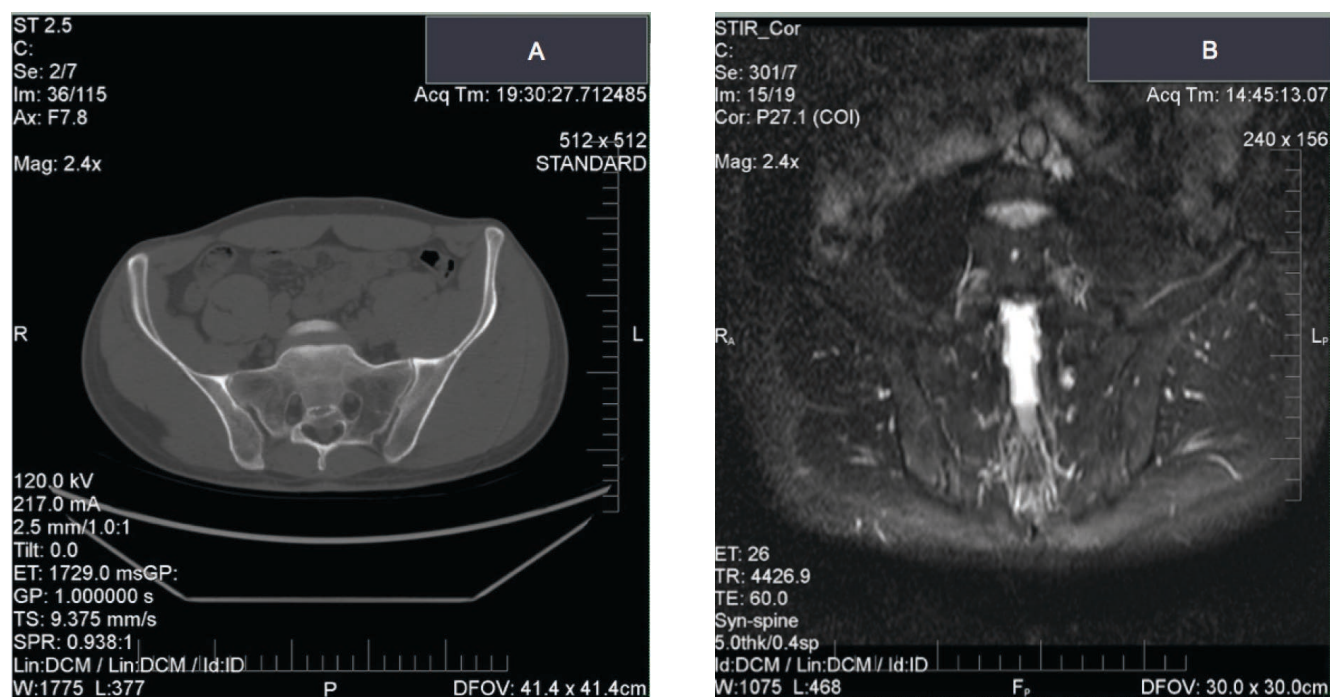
МСКТ илиосакральных сочленений – патологические рентгенологические изменения отсутствуют (А), МРТ илиосакральных сочленений – в режиме T2 STIR отек костной ткани не выявлен (В).
